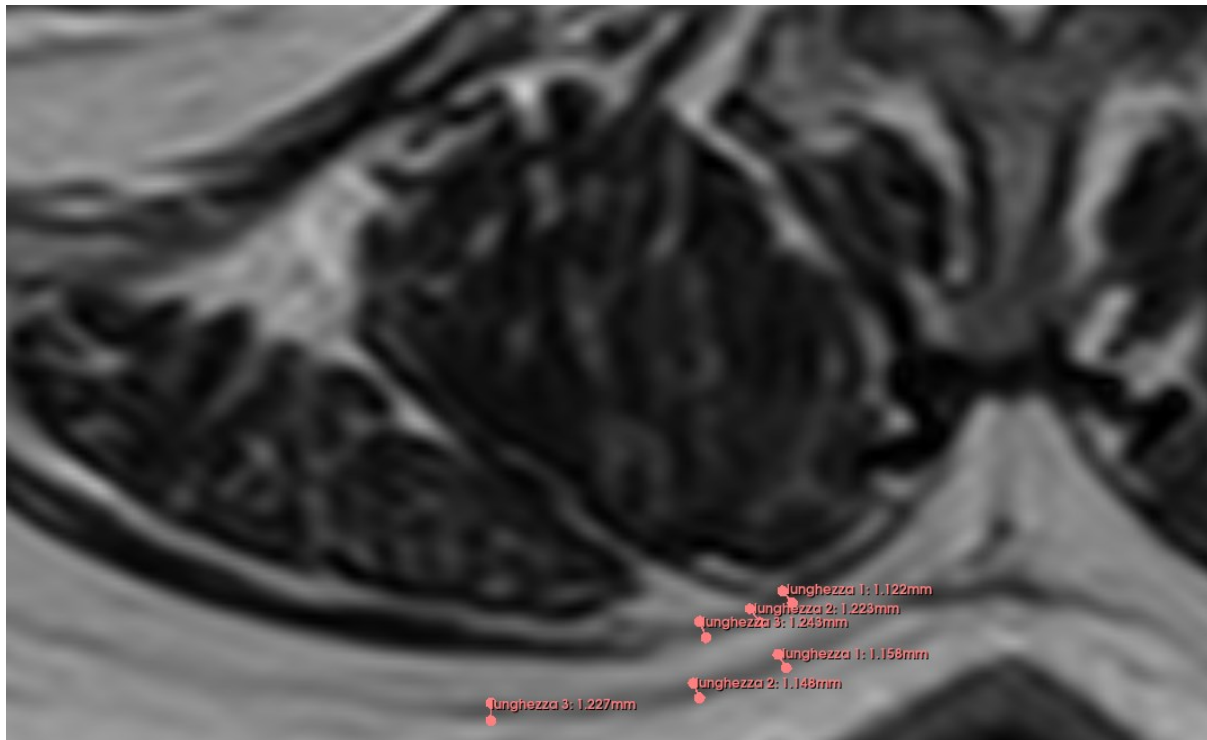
Rappresentazione di una immagine di MRI di un paziente che mette in evidenza come sono state rilevate le misurazioni.
